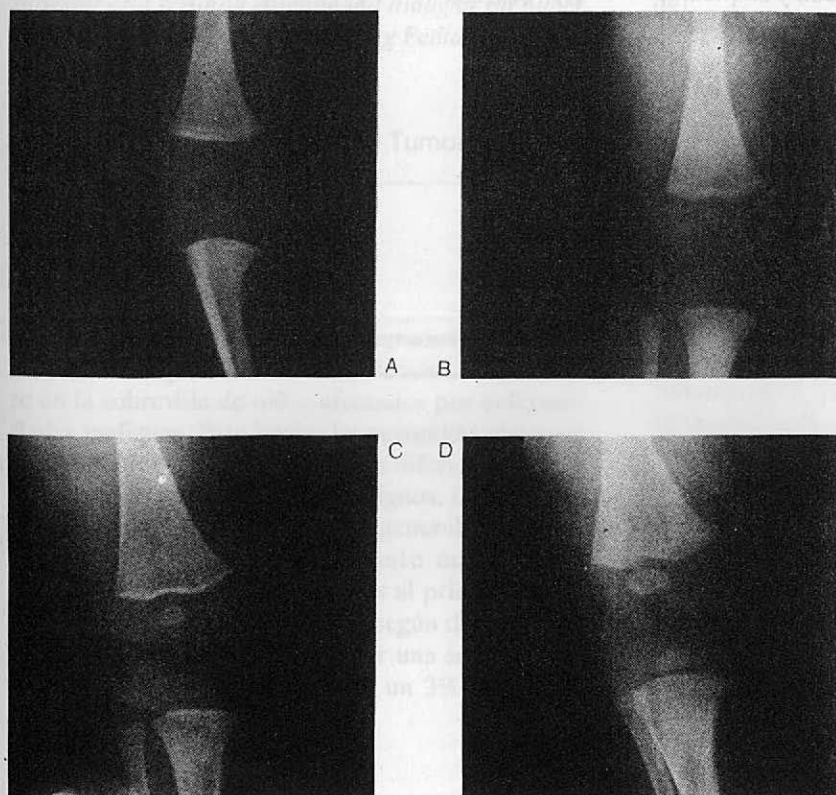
Radiografía de la rodilla de niños con hipotiroidismo neonatal, realizadas en el examen de confirmación:
